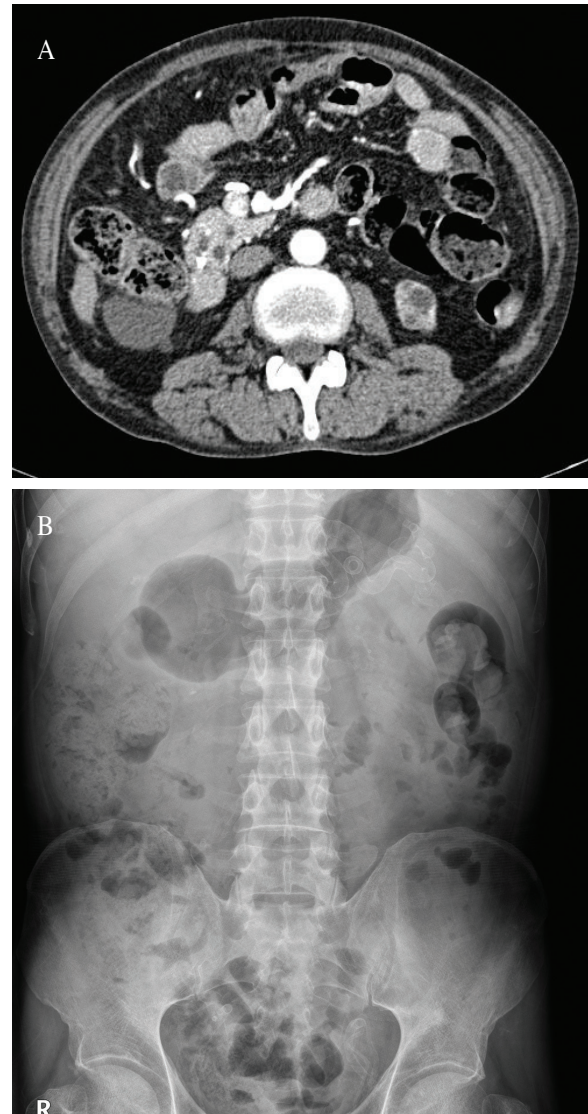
Follow up CT scan (A) and simple abdominal X-ray (B) shows resolution of small bowel obstruction.
